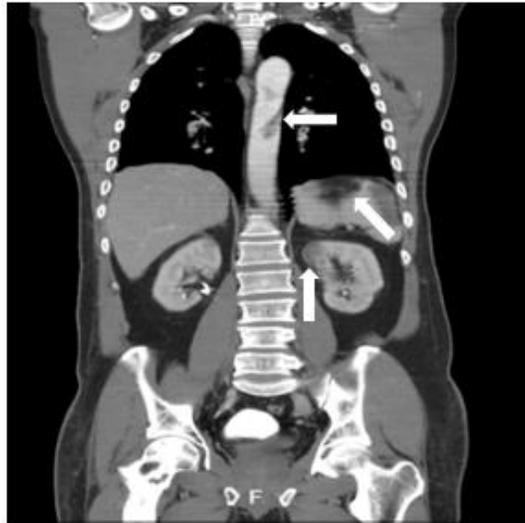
Corte coronal angiotomografía de abdomen: la flecha superior indica el trombo en aorta. La flecha del medio indica el infarto esplénico. La flecha inferior indica el infarto renal.
